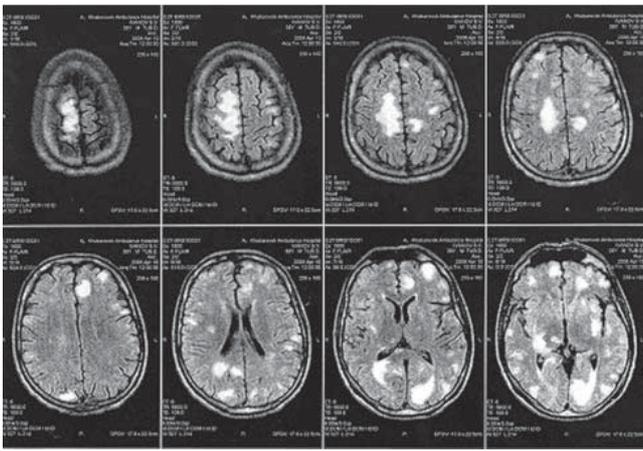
МРТ: множественные, различных размеров, очаговые образования головного мозга
